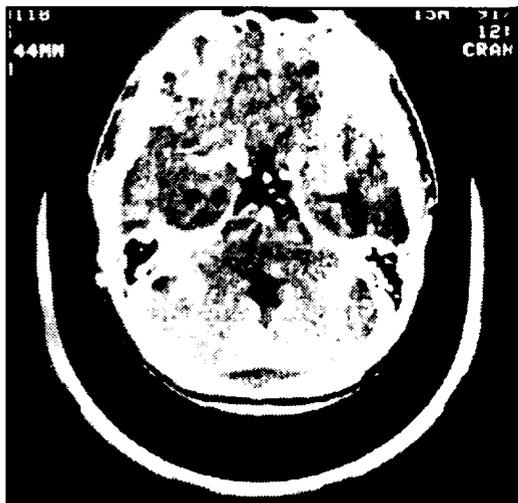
Caso 1. TC pós-operatória.
